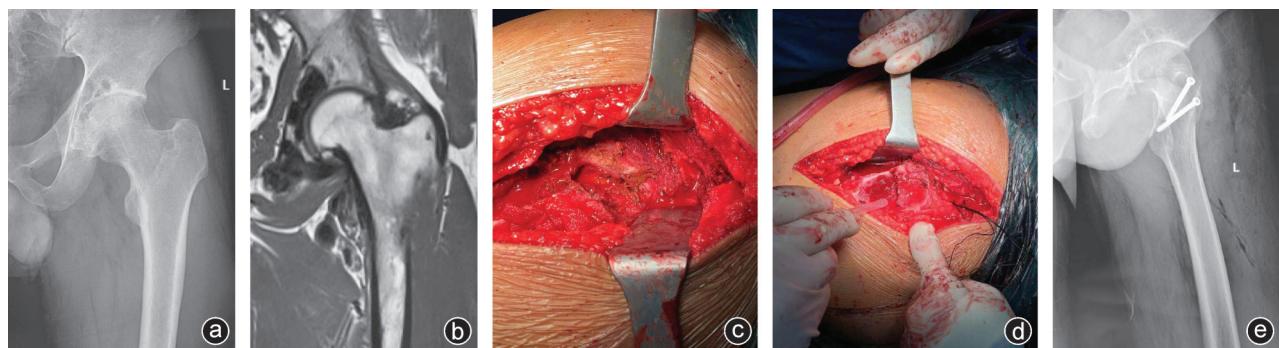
病人,男,29岁,左髋疼痛1年 a:术前X线片示左髋髓臼圆形低密度灶,髓臼骨质稍硬化,边缘模糊不清;b:术前MRI示左髋关节腔及周围软组织异常信号,左侧髓臼、股骨头、股骨颈、大粗隆皮质受累,周围骨髓腔反应性水肿;c、d:术中探查,可见铁锈色病灶;e:术后3个月X线片示病灶愈合好,未见复发病灶
